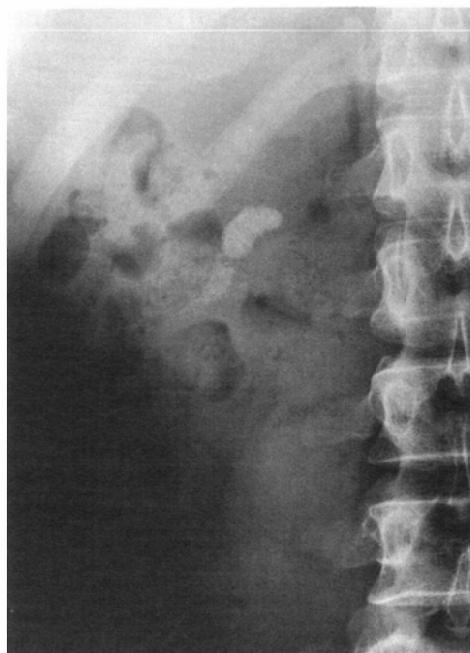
Plain radiograph shows a 22×10mm stone at the level of L1-L2.
